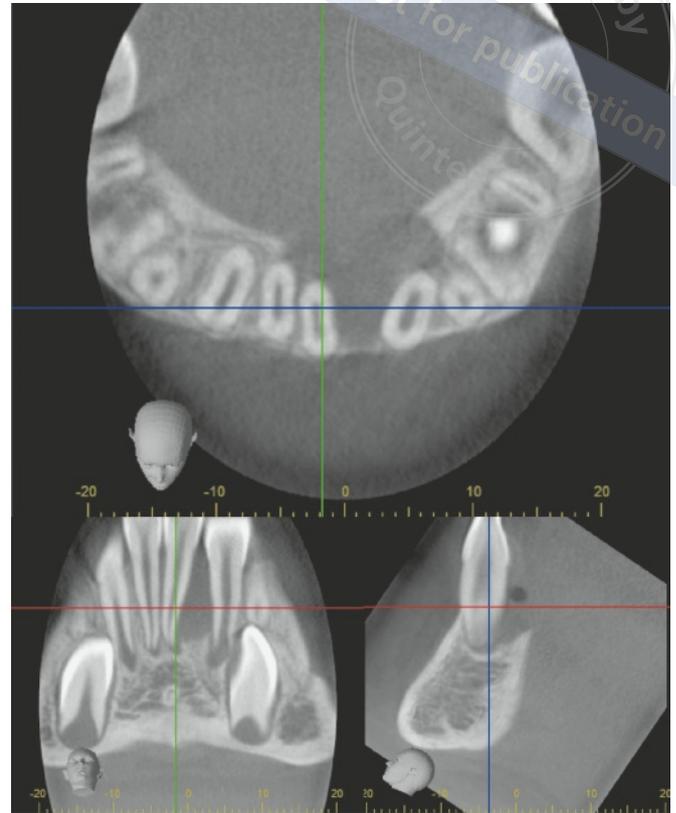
Digitale Volumentomografie der Aufhellung in Regio 31–73 mit deutlicher Auftreibung der linguale Kompakta.
